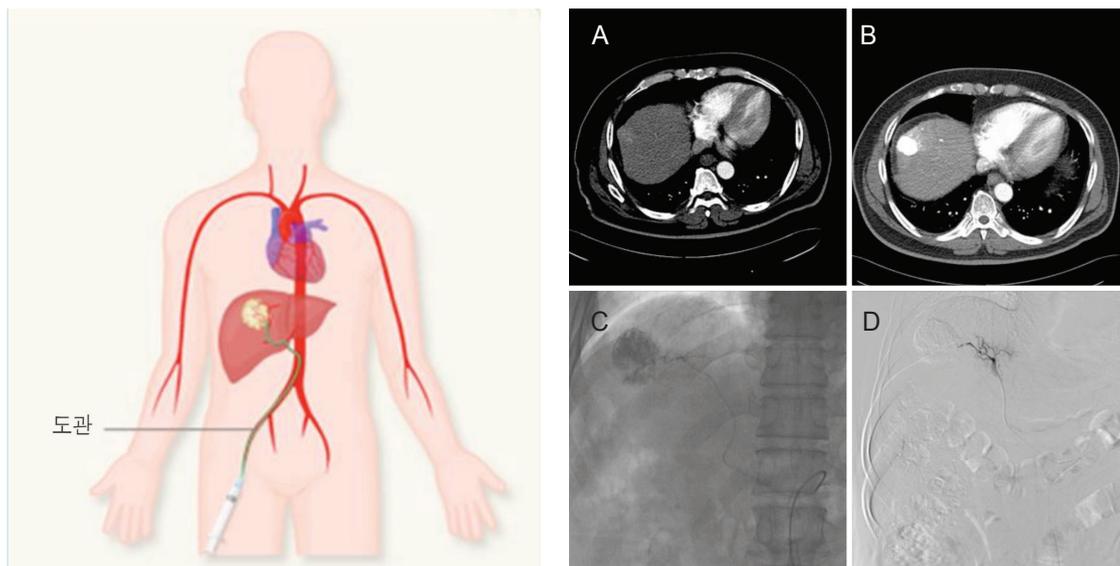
경동맥화학색전술 방법과 치료 실례. 우측 사타구니 부근의 대퇴동맥을 통해 도관을 삽입하여 간암으로 가는 혈류를 찾음(왼쪽). 치료하기 전의 CT 영상과 혈관 촬영 영상(A, C) 및 치료 후의 CT 영상과 혈관 촬영 영상(B, D).
